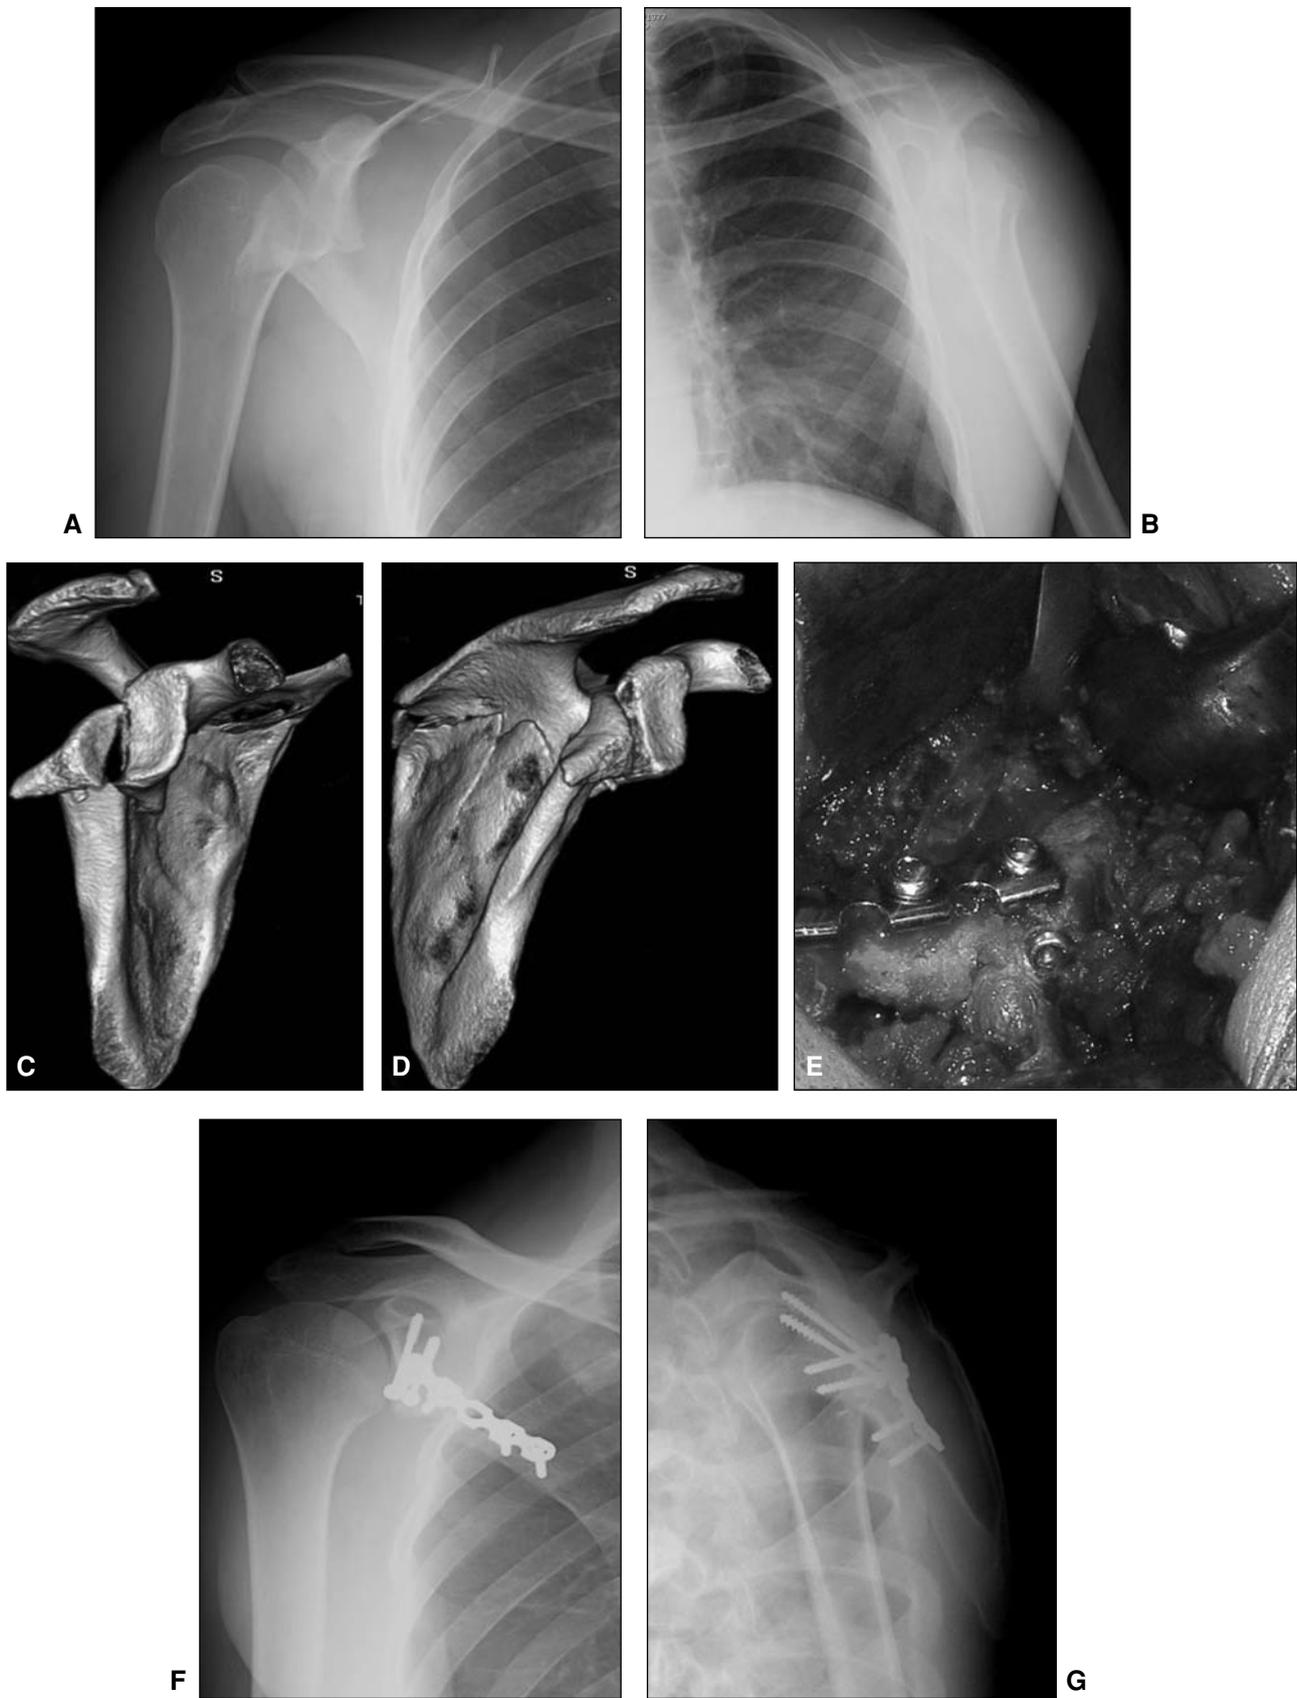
Fractura tipo V. A y B. Radiografía prequirúrgica. C y D. Reconstrucción 3D con sustracción. E. Montaje con dos tornillos interfragmentarios del fragmento articular y placa de neutralización. F y G. Radiografía posoperatoria.
